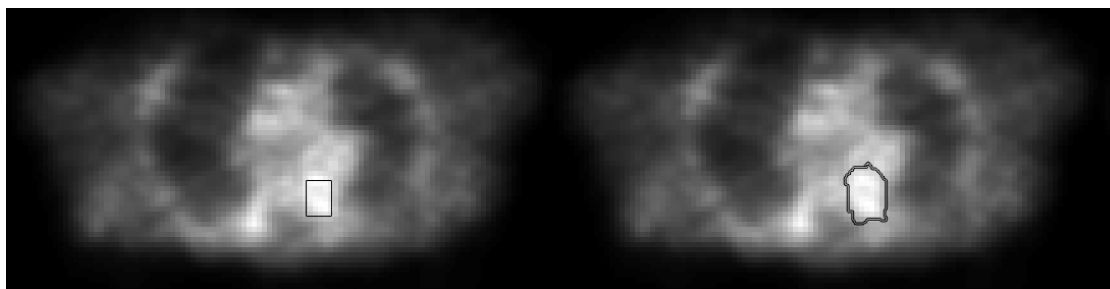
Formas de delimitación del ROI para la determinación del SUV. A) ROI rectangular dibujado por el equipo en base a la posición y definición de la longitud de sus lados fijados por el operador. B) Determinación del ROI según el método del umbral en el que el operador dibuja una región conteniendo la lesión y el programa calcula el valor máximo de intensidad dentro del mismo y según un porcentaje también fijado por el operador dibuja los límites de una región donde los pixeles de su interior tienen al menos la cantidad de cuentas fijadas
